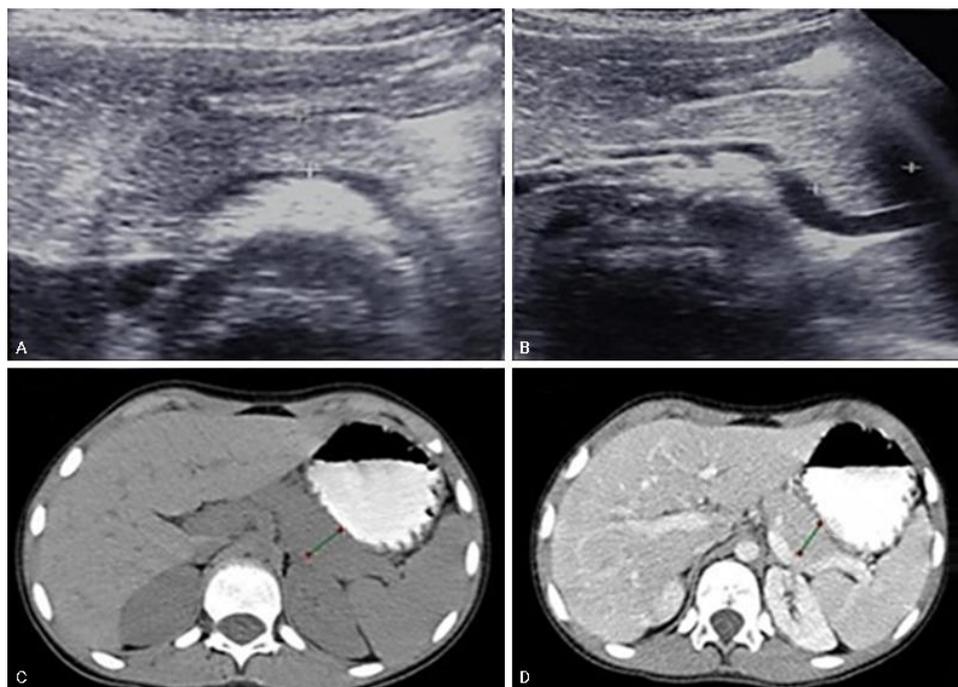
Parte superior: ultrasonido abdominal, corte trasnversal, muestra aumento de tamaño de cuerpo (A) y cola (B) pancreática (entre cursores), disminución difusa de la ecogenicidad y presencia de líquido laminar peripancreático. Parte inferior: corte axial de TAC de abdomen con contraste oral (C) y endovenoso (D) en el que se identifica aumento de volumen de la cola pancreática.
